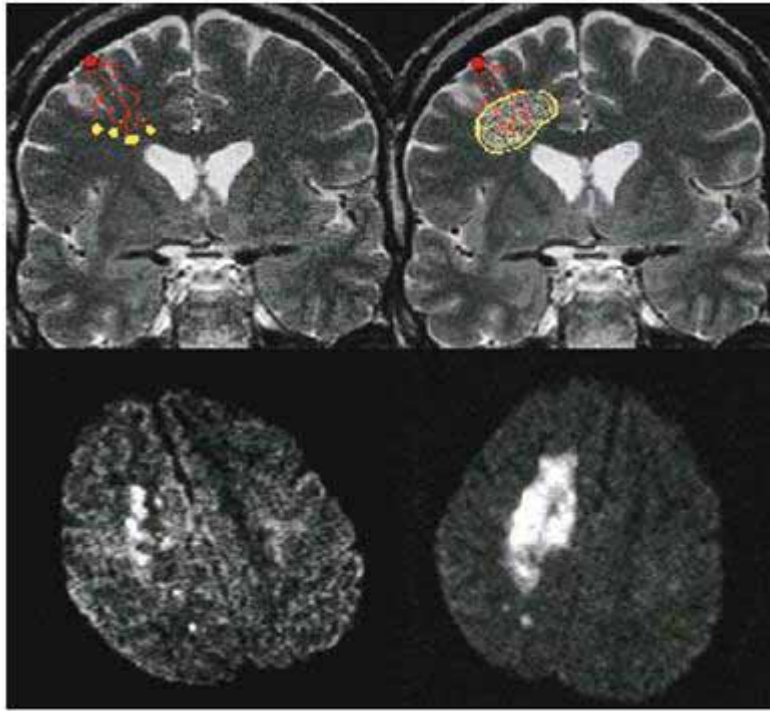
MRI khuếch tán cho thấy nhồi máu cấp ở vùng ranh giới sau (hình trên trái) hoặc và trước (hình trên phải), và ở vùng ranh giới dưới vỏ hay ranh giới nội tại (hai hình dưới) [17]
